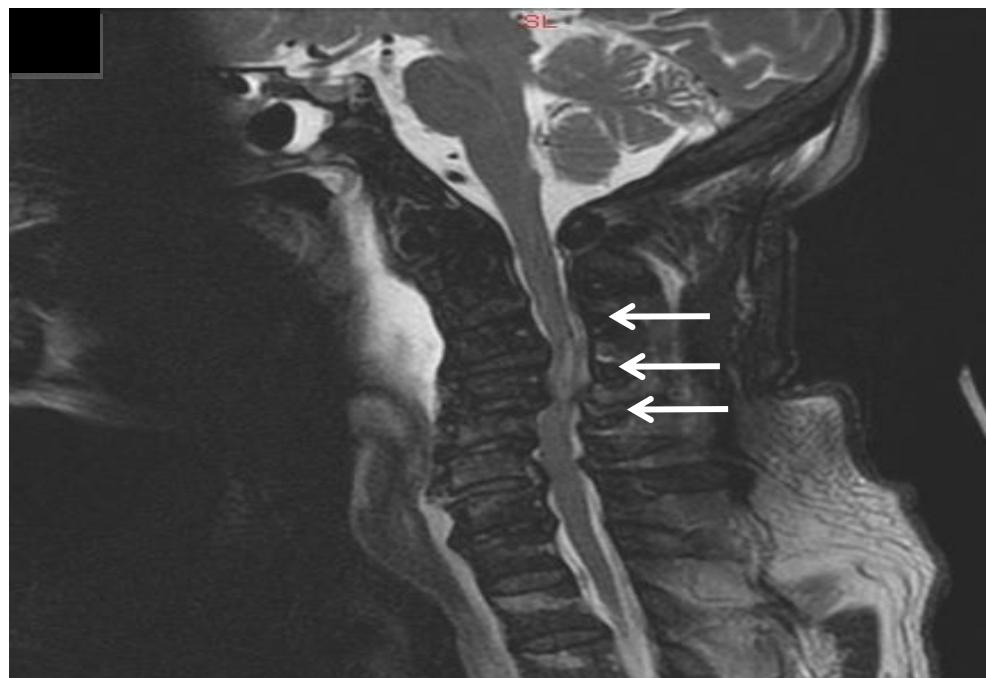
Cervical spine MRI T2 weighted image revealed disc herniation with cord contusion. (arrows)
